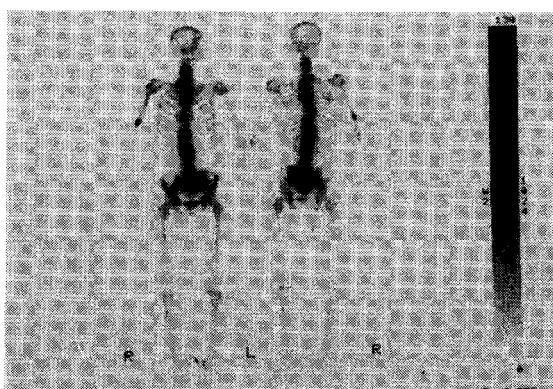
Bone scintigram after treatment.
